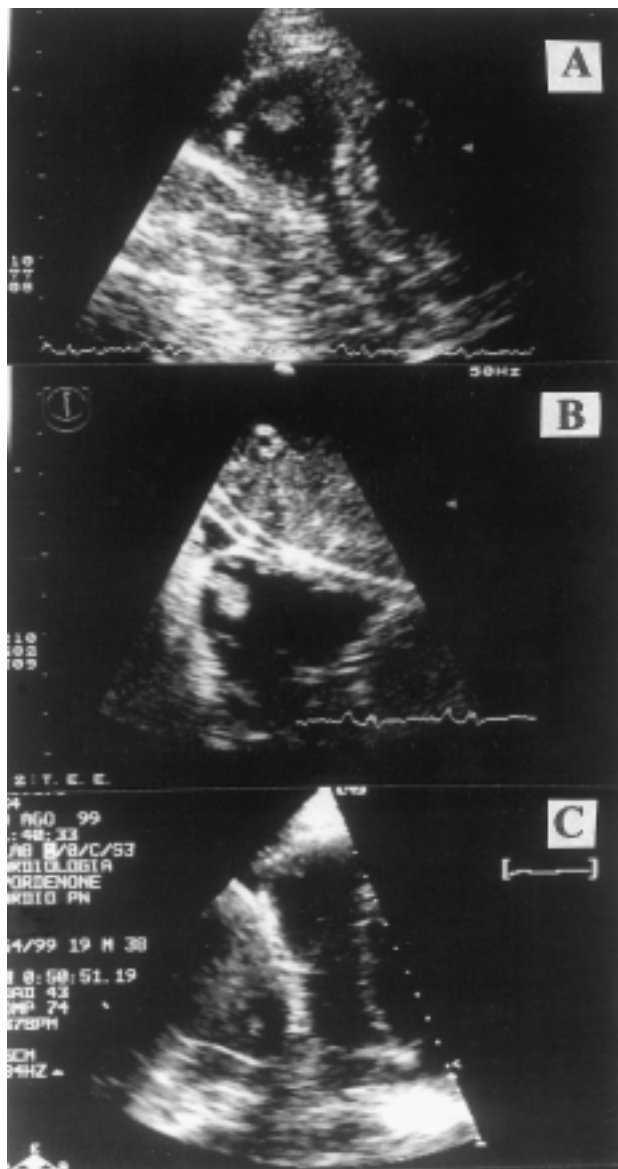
L'ecocardiogramma transtoracico (A) evidenzia l'apice ventricolare destro in sezione parasternale asse corto modificata. Si evidenzia formazione trombotica del diametro di 1.1×0.7 cm. L'ecocardiogramma transesofageo (B) dimostra la presenza della formazione trombotica apicale ventricolare destra in corrispondenza della sacculazione ventricolare; si osserva inoltre l'iperecogenicità della banda moderatrice. L'esame ecocardiografico transtoracico di controllo (C), dopo terapia anticoagulante, evidenzia l'assenza della formazione trombotica a livello dell'apice ventricolare destro in sezione parasternale asse corto modificata.
